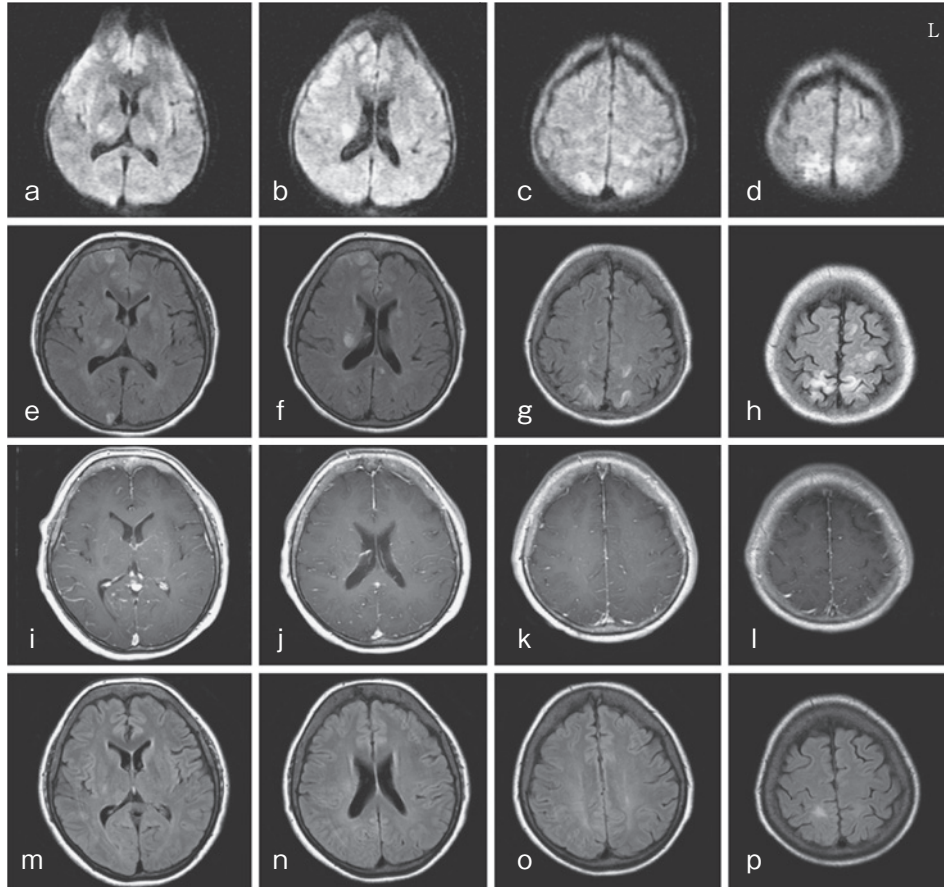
Sequential changes on magnetic resonance imaging in this case.
